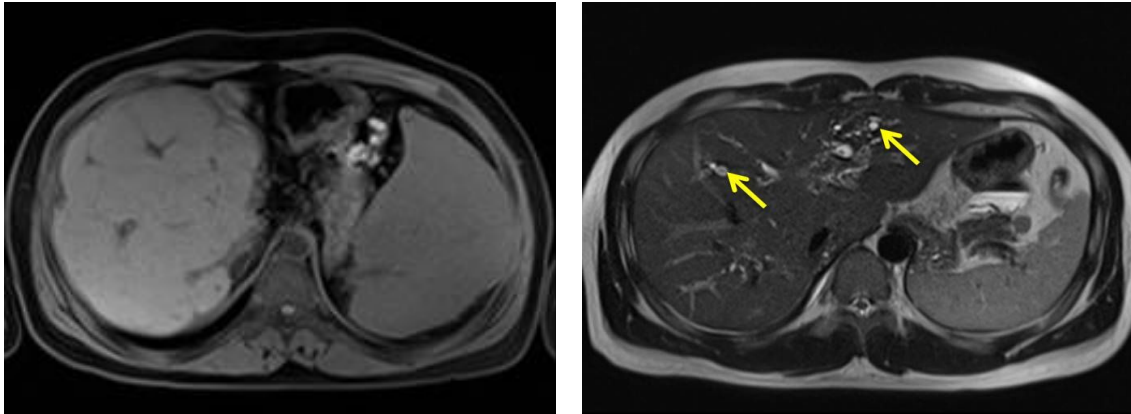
Findings of macroregenerative nodule and beaded duct appearance in MRI. A. T2-weighted MR image shows isodense nodule-like contour along the margin of the liver. B. Beaded duct dilatation which shows several high-signal small dilations of biliary duct in T1-weighted MRI (arrows)
